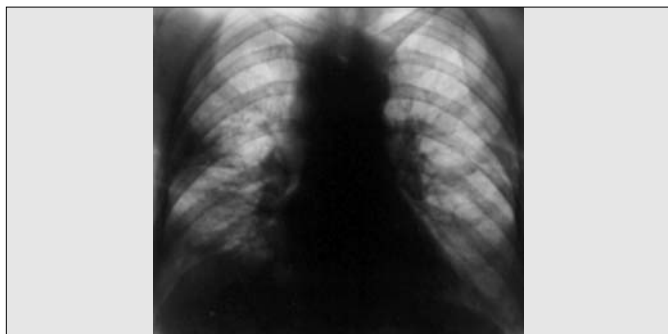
Рентгенограма органів грудної порожнини хворої на системний червоний вовчак. Визначається ущільнення базального відділу переднього сегменту верхньої частки правої легені. В інших відділах – посилений і деформований легеневий рисунок, що має чарунковий та лінійний характер (пневмоніт). Ущільнена мала міжчасткова плевра.
